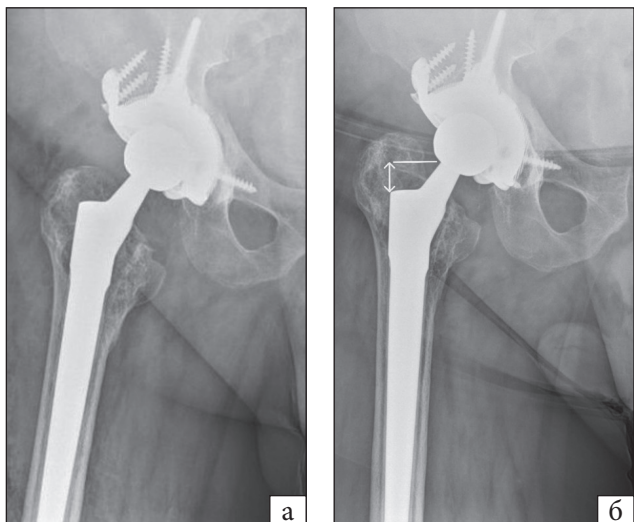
Пацієнт К, 52 роки. Рентгенограми одразу після операції зі застосуванням моноблочної ревізійної ніжки (а) та через 8 міс. після втручання, де виявлено просідання ніжки
